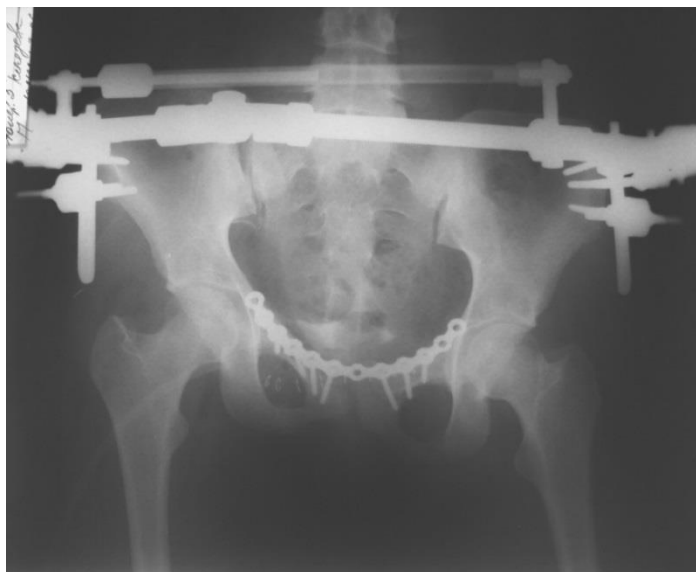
Рентгенограмма таза после проведения хирургической коррекции в очаге повреждения с применением накостного остеосинтеза (11 дней после травмы)
